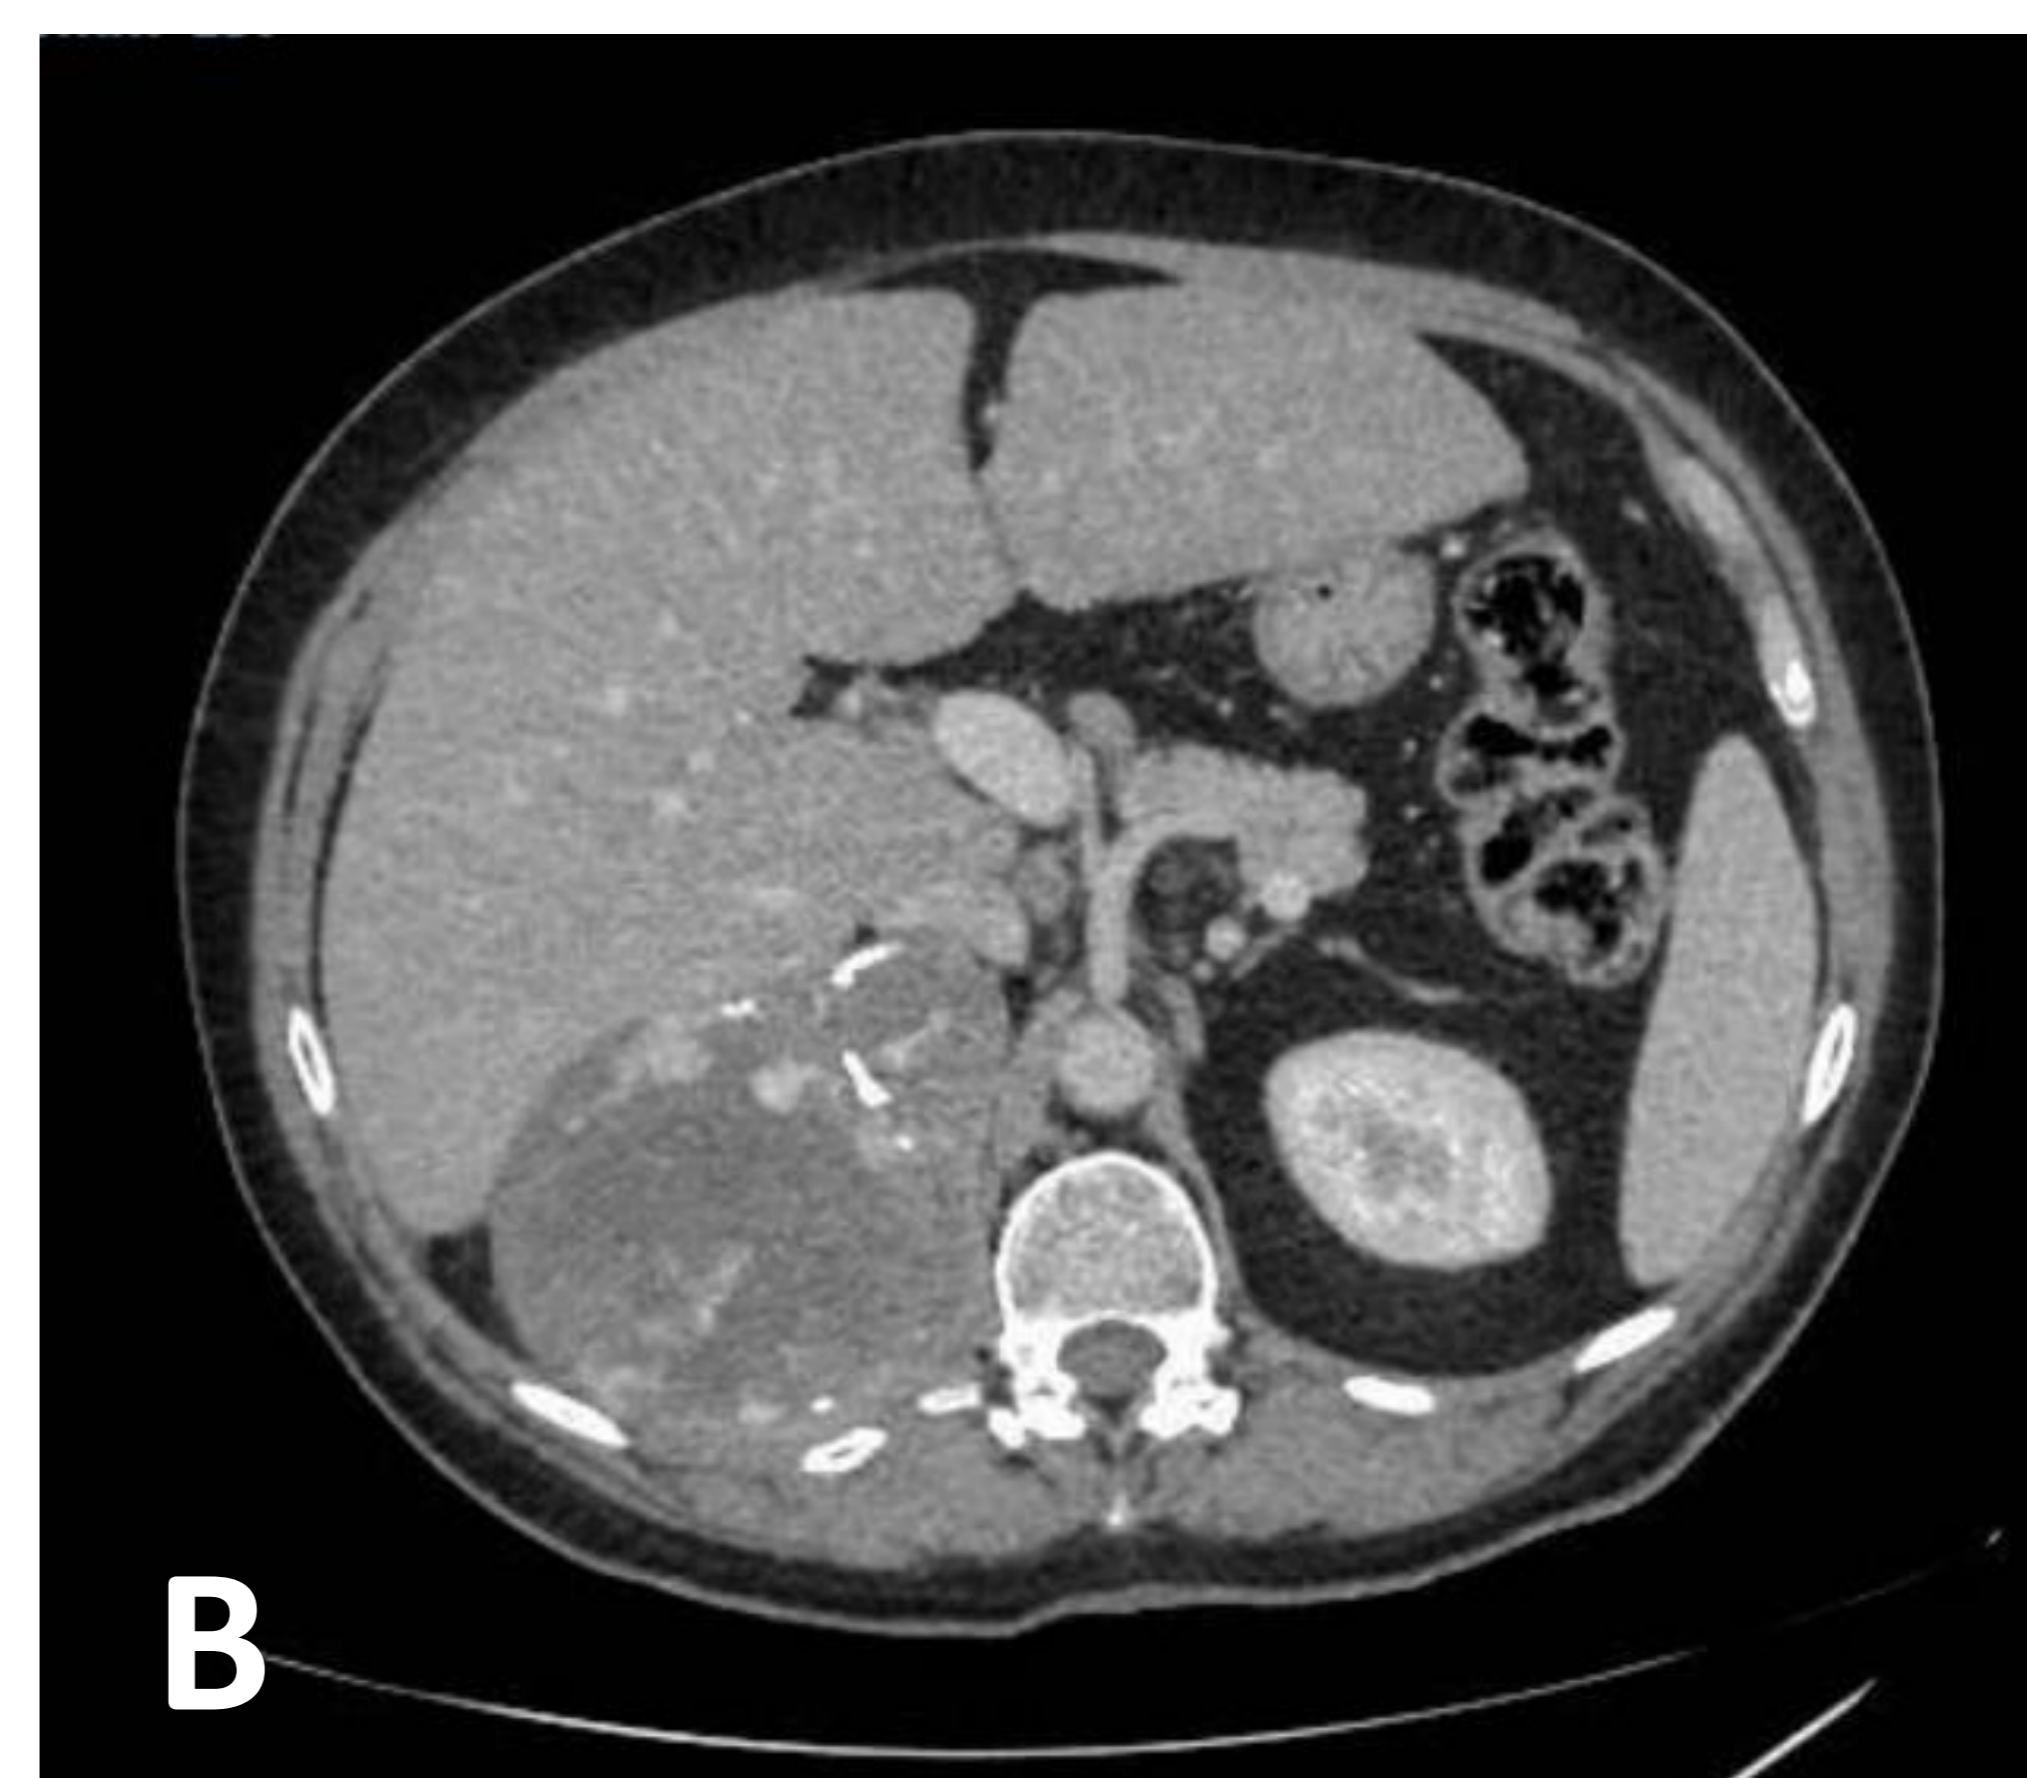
A) Ecografía abdominal y B) TC abdominopélvico con contraste iv. Gran masa suprarrenal derecha de bordes bien definidos, con eco-estructura heterogénea y focos quísticos. Presenta calcificaciones groseras de predominio periférico. En TC extensas áreas hipodensas sugestivas de necrosis, con focos de intenso realce. Diagnóstico AP: hemangioma cavernoso parcialmente trombosado.
